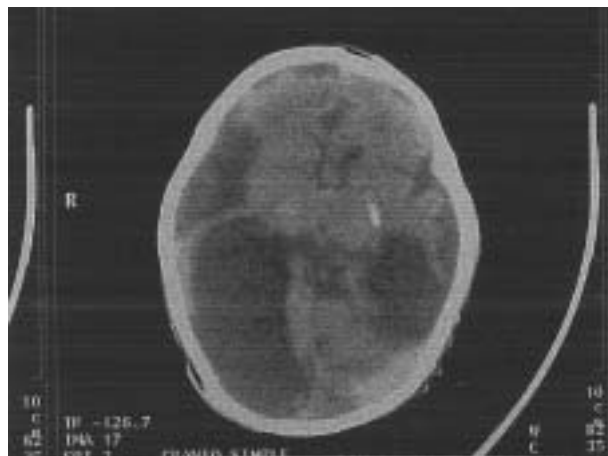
TAC de cráneo simple en corte axial: en donde se observa deformación del ventrículo lateral derecho secundario a quiste porencefálico, con aparente ventriculomegalia.
